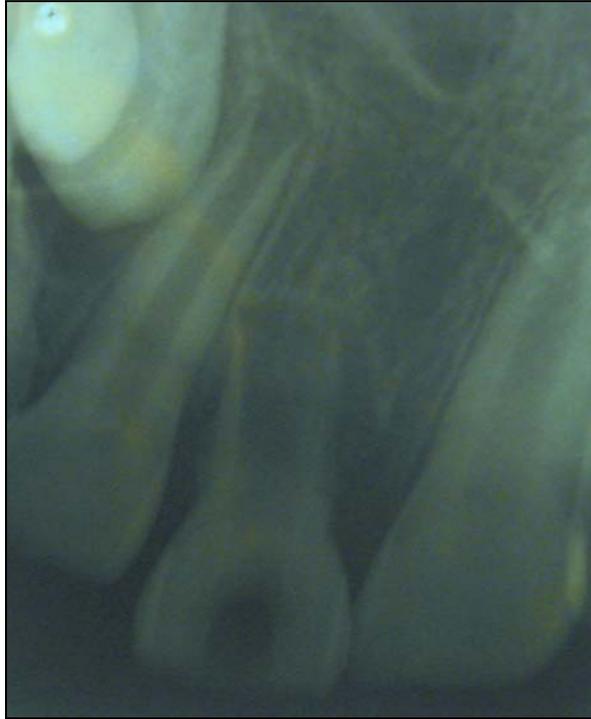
radiografia inicial da unidade dentária 11
